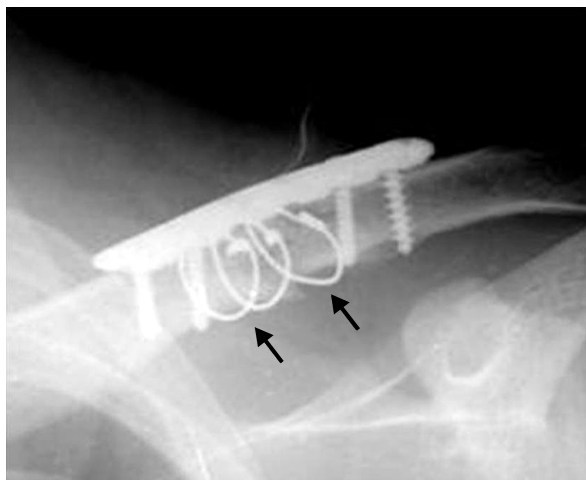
The simple radiograph shows gap between cortical bone and wires (black arrows).
